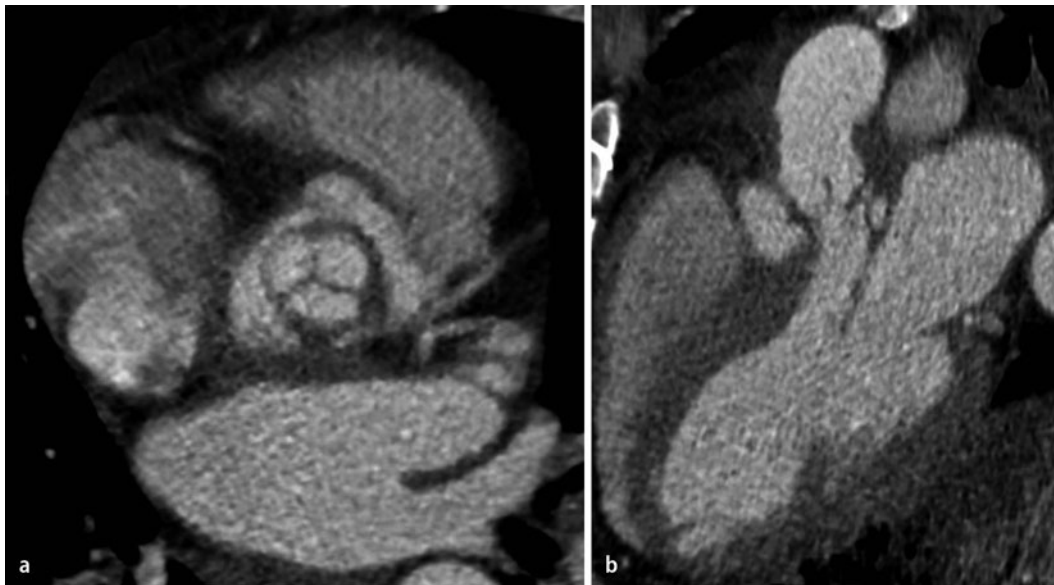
◀ a, b CTA eines Patienten mit akuter, infektiöser Endokarditis einer biologischen Herzklappenprothese. Die Bilder parallel (a) und perpendikulär (b) zum linksventrikulären Ausflusstrakt zeigen Vegetationen sowie ein großes paravalvuläres Pseudoaneurysma. CTA CT-Angiographie
